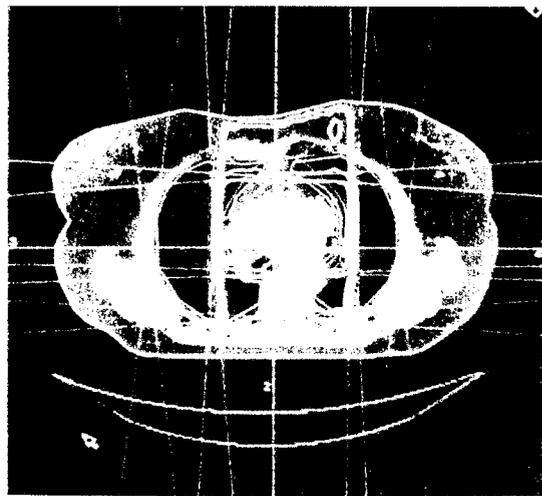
3D-CT rechnergestützte Therapieplanung. 4 Bestrahlungsfelder und Isodosenverteilung. Rot ist das primäre Zielvolumen und orange das Boostzielvolumen konturiert.
